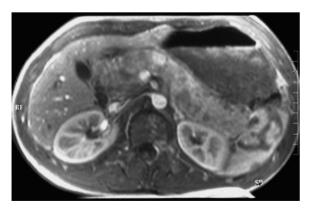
MRT nach Gabe von Kontrastmittel. Das Pankreas ist von Metastasen eines Ewing-Sarkoms durchsetzt
